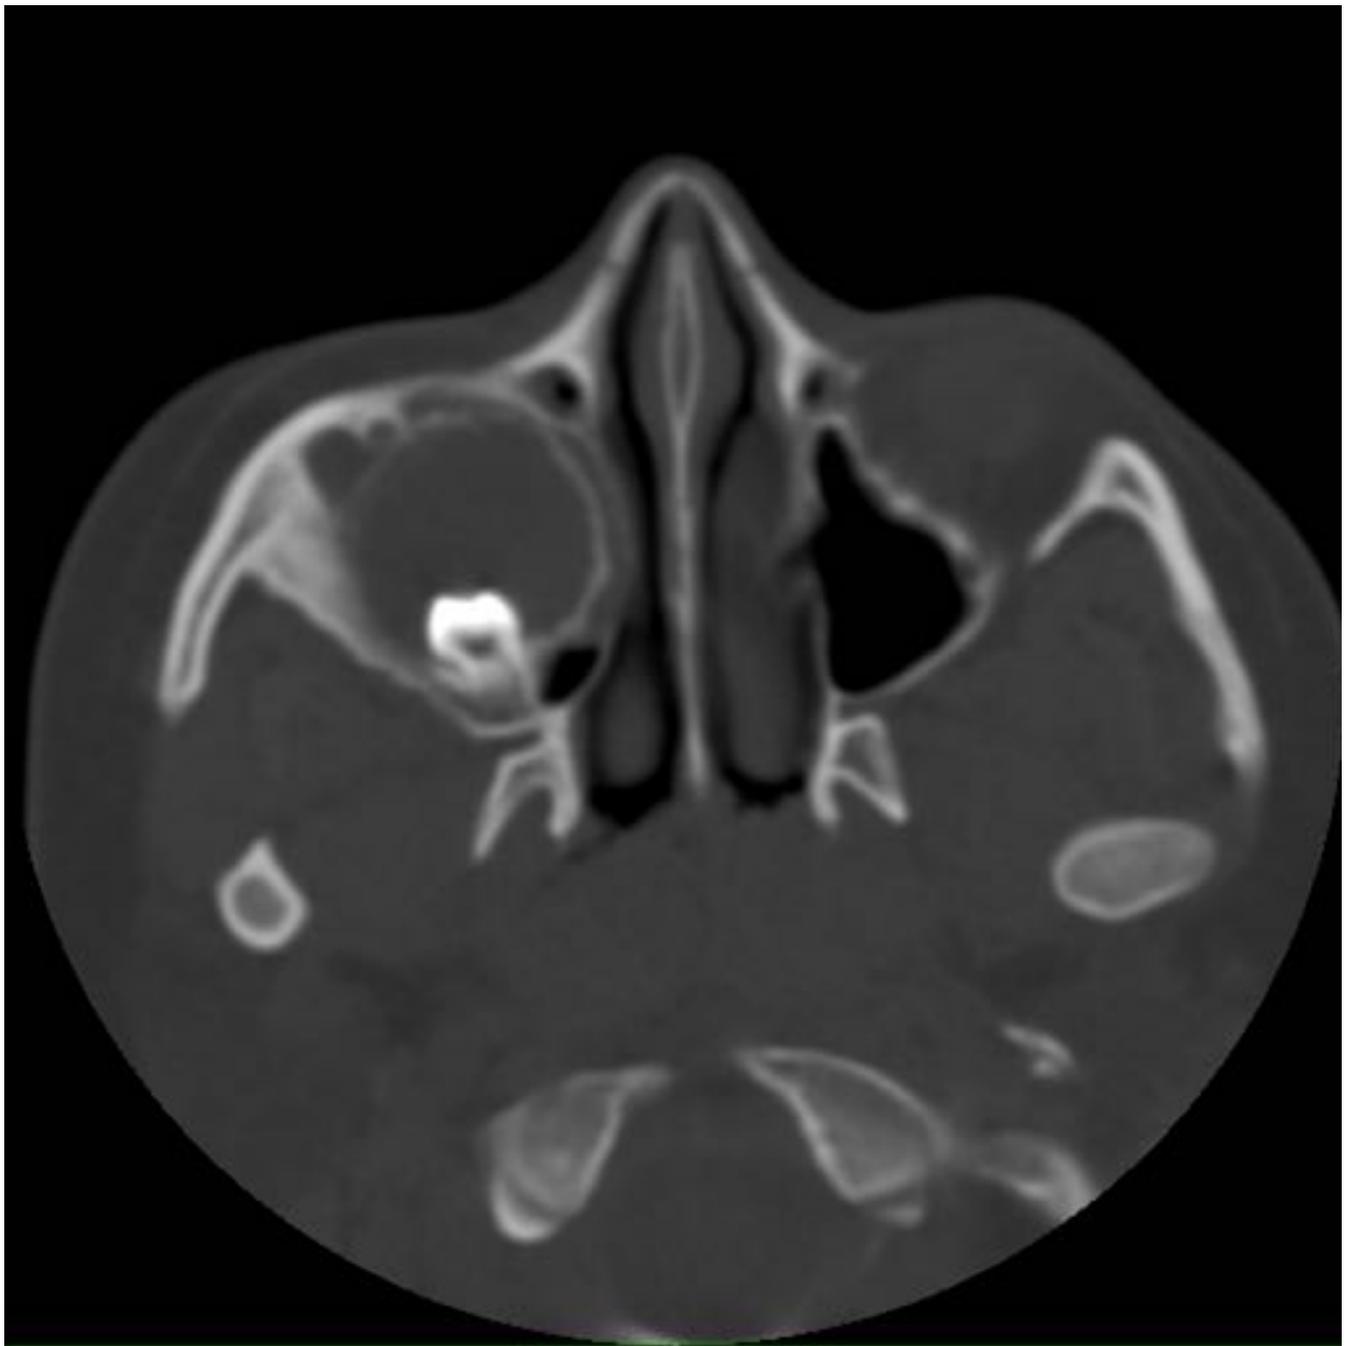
TC axial. Seno maxilar derecho hiperinsuflado con ocupación por masa quística con pieza 18 incluida en su espesor y con calcificación periférica en la totalidad de la pared.
